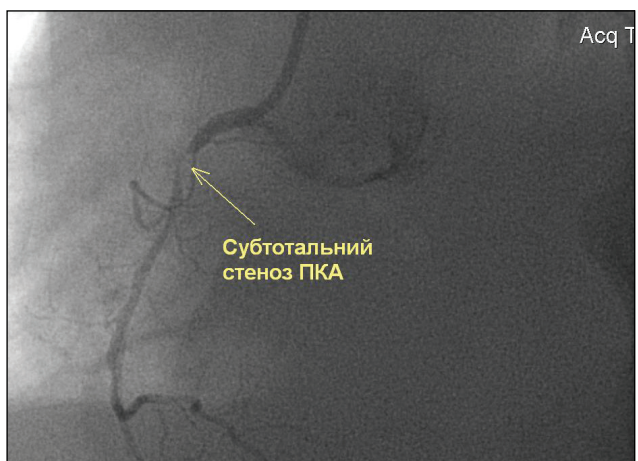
Рентгеноконтрастна коронарографія хворого Л. Субтотальний стеноз правої коронарної артерії (ПКА)
